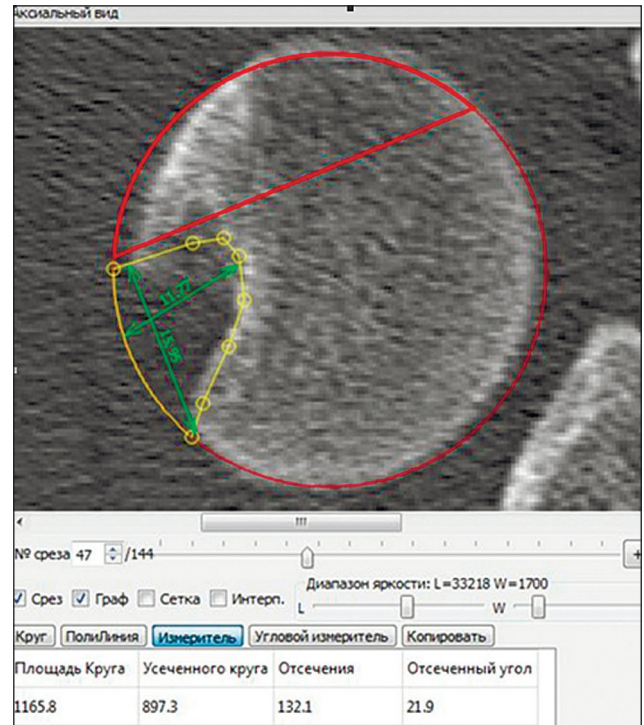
Определение глубины, ширины и формы дефекта Hill-Sachs по томографическому аксиальному срезу головки плечевой кости
